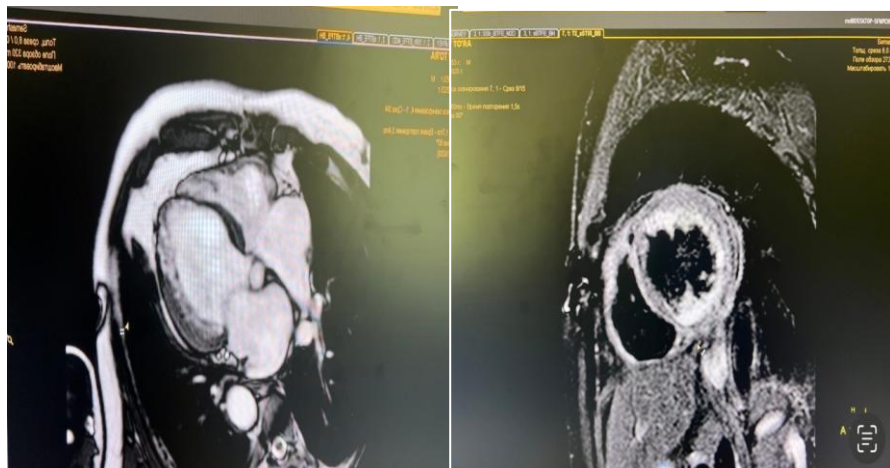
Кардио-МРТ пациента К., 67 лет, с диагнозом ишемическая кардиомиопатия. Кардио-МРТ с короткой осью в диастолу демонстрирует участки субэндокардиального позднего усиления гадолинием (стрелка), ограниченные бассейном левой передней нисходящей артерии. Определяется умеренное увеличение полости левого желудочка, истончение стенки в зоне фиброза и снижение региональной сократимости. Такие изменения позволяют дифференцировать ишемическую кардиомиопатию от неишемических форм и уточнить объем жизнеспособного миокарда для последующего планирования терапии.
